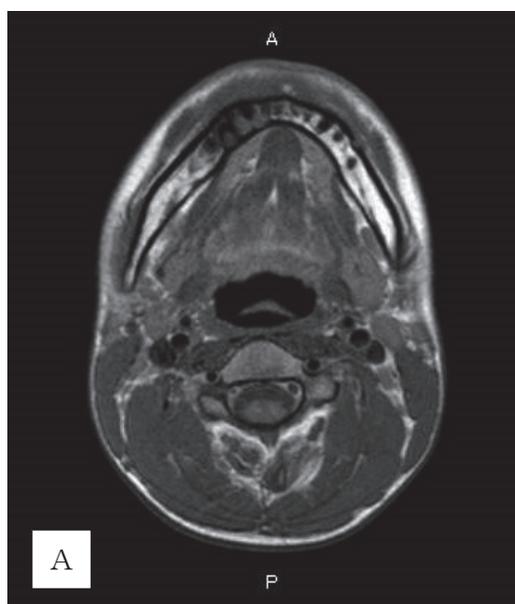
A(T1W1), B(T2W1) MRI
